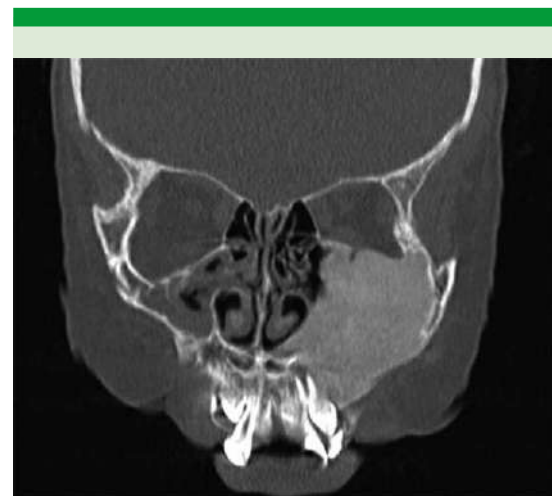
Tomografía axial computada de senos paranasales en corte coronal, donde se aprecia aumento de grosor del hueso maxilar izquierdo que condiciona un desplazamiento medial del canal orbitario.
